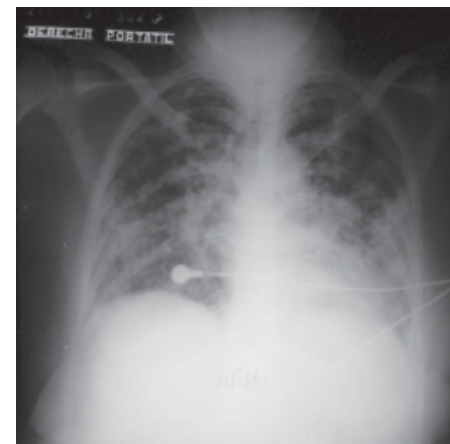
Radiografía frontal del tórax. Bronconeumonía; se observan opacidades difusas en ambos campos pulmonares.
